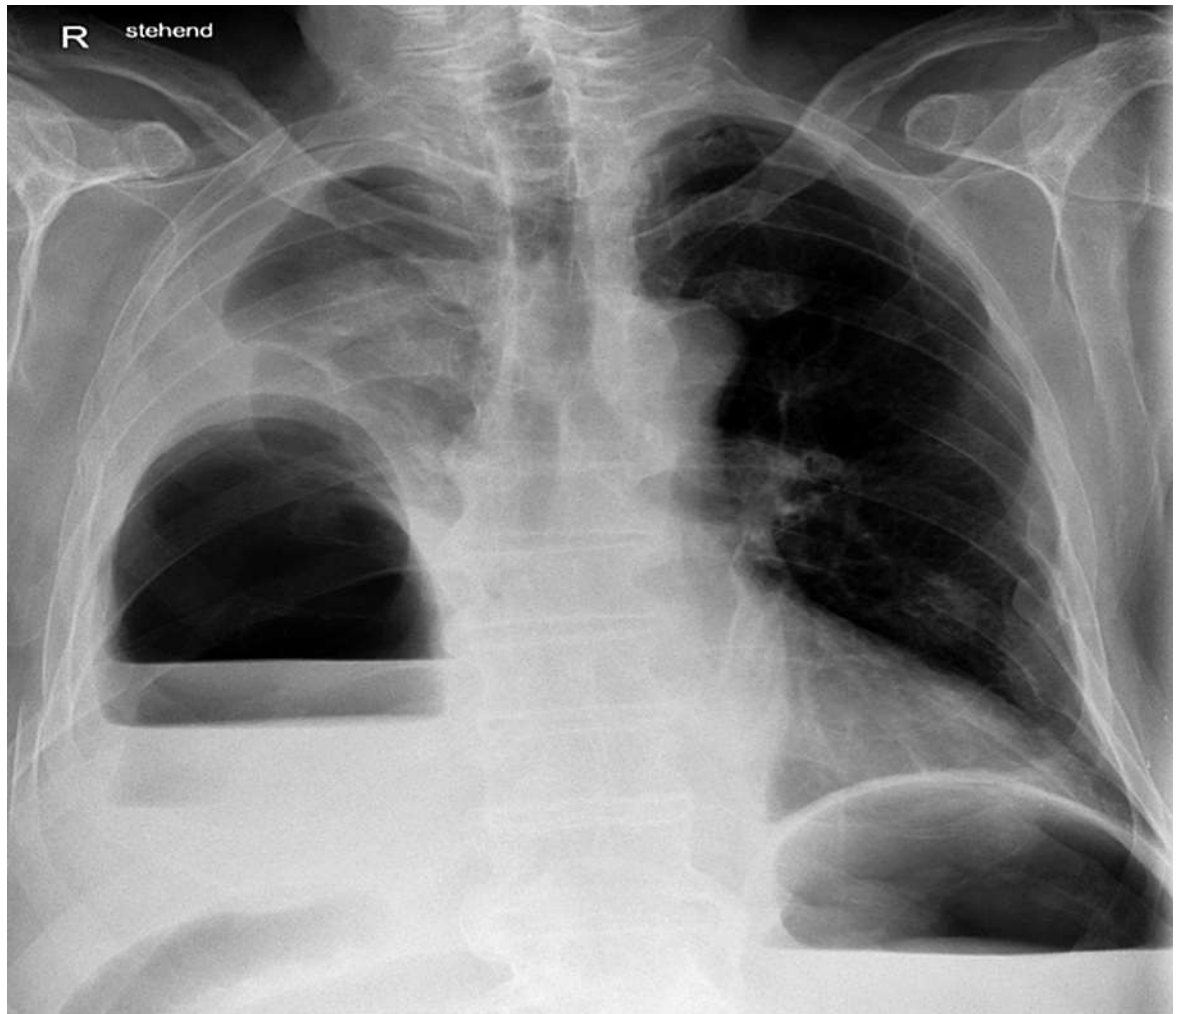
Röntgen-Thorax am dritten Hospitalisationstag: Spiegelbildung im Bereich des rechtsseitigen Hemithorax mit Verlagerung eines intraabdominellen Hohlorgans.
